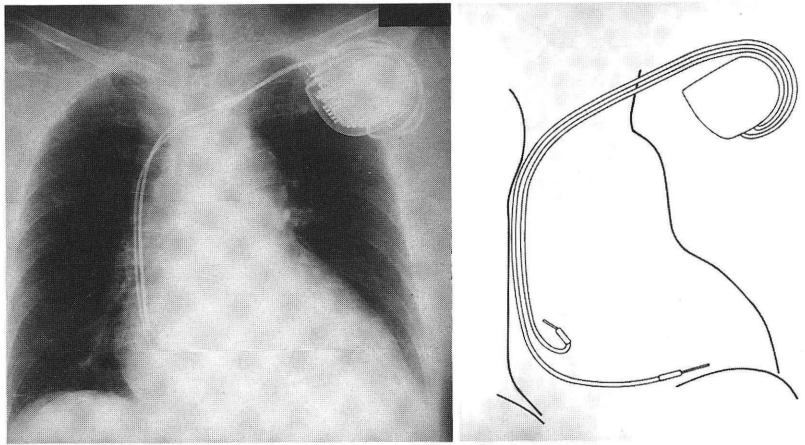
ペースメーカー植え込み後の胸部X線写真。ペースメーカー本体は左鎖骨下に、カテーテル先端は右心房と右室心尖部に位置している。
